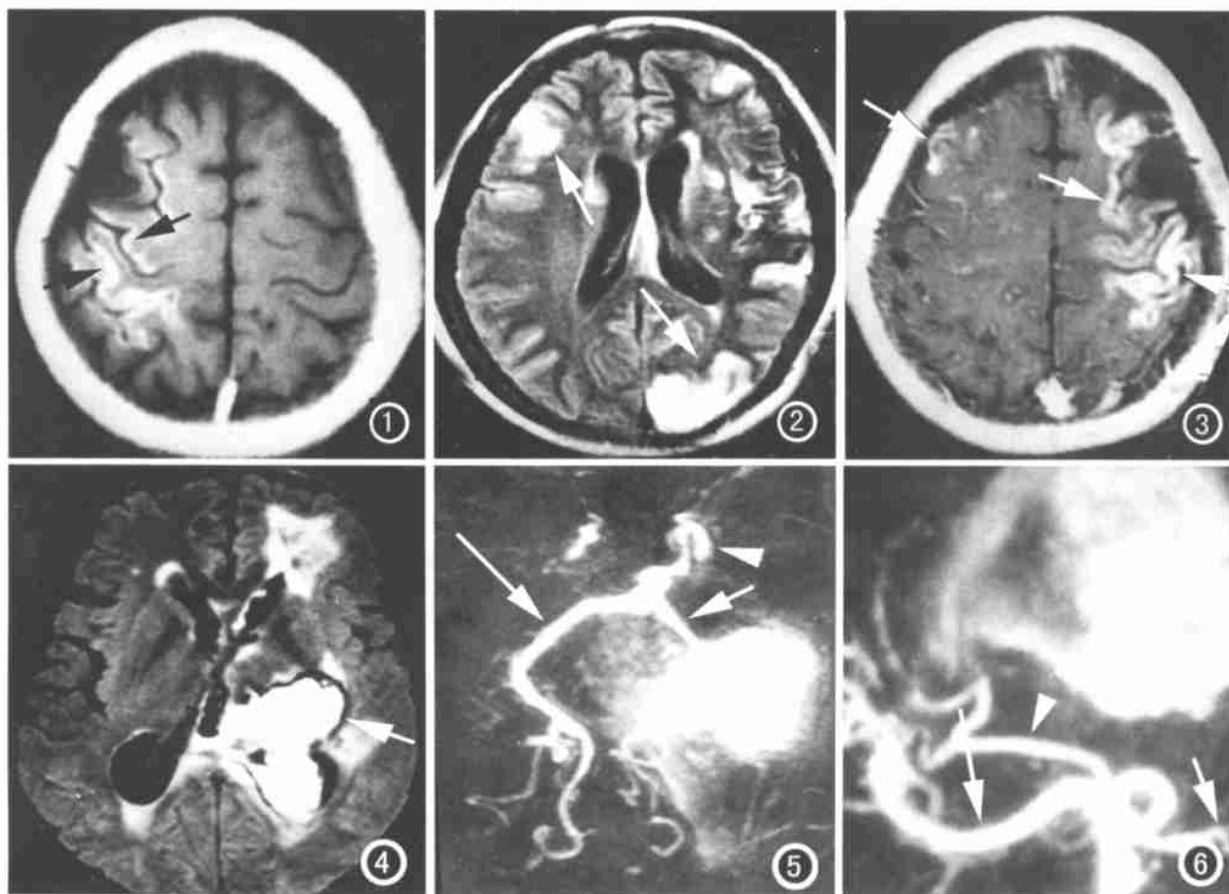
MRI T₁WI 示右额顶叶脑皮层表面线状纤曲的高信号为脑表面代偿的不成熟的血管,经 DSA 证实(箭)。图 2 FLAIR 序列示左右额顶叶脑皮层大小不一的片状高信号(箭)。图 3 MR T₁WI 增强扫描示左额顶、右额叶脑皮层脑回样强化(箭)。图 4 左丘脑区血肿并破入左侧脑室,血肿周边见低信号,左额叶白质大片状高信号及脑室周围白质高信号不被水抑制(箭)。图 5 MRA 示左大脑后动脉狭窄合并大血肿(短箭)、右侧大脑后动脉增粗代偿(长箭),左右颈内动脉闭塞(箭头)。图 6 一侧大脑前动脉近段粗(长箭),末段狭窄,远侧较多分支、大脑中动脉显示较细(短箭),大脑后增粗代偿(箭头),基底节区大血肿并破入脑室。
